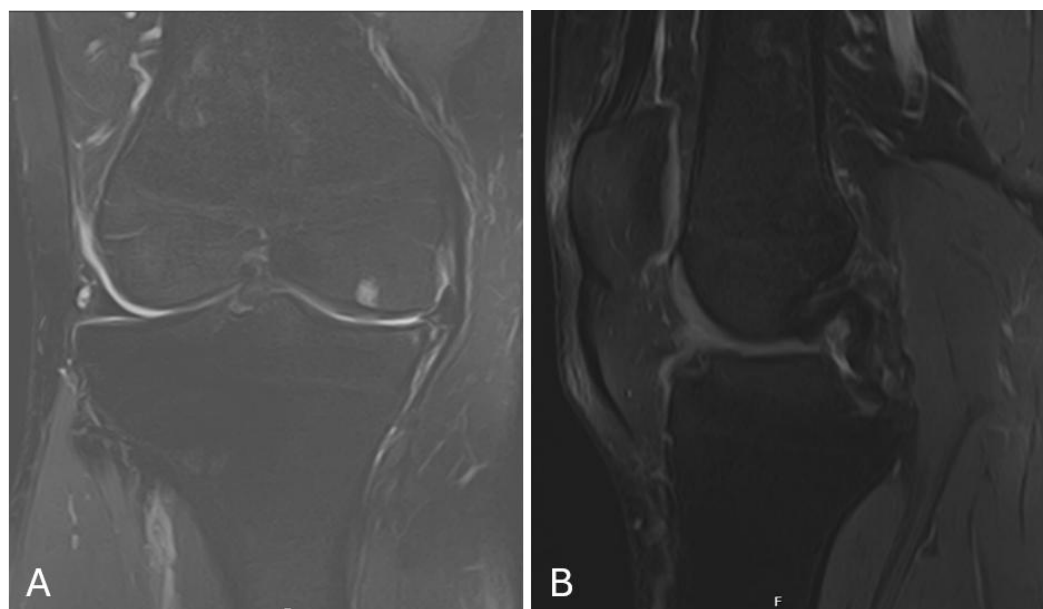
Ressonância magnética (T2) em AP (A) e em perfil (B) do joelho direito pré-operatório.
